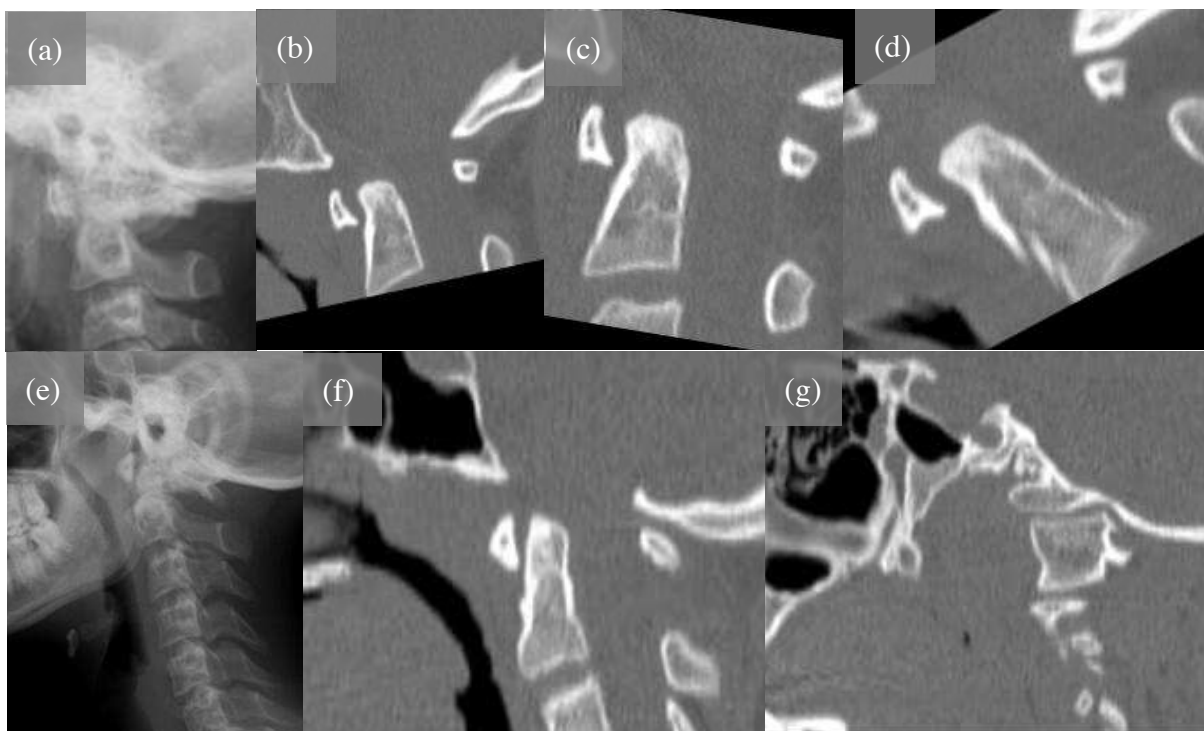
Instabilidade atlanto-odontoide (a,b,c,d) e instabilidade atlanto-occipital (e,f,g): radiografia (a,e) e tomografia computadorizada dinâmica (reformatação sagital em neutro b,f, em flexão b e em extensão c). Arquivo pessoal do autor.
